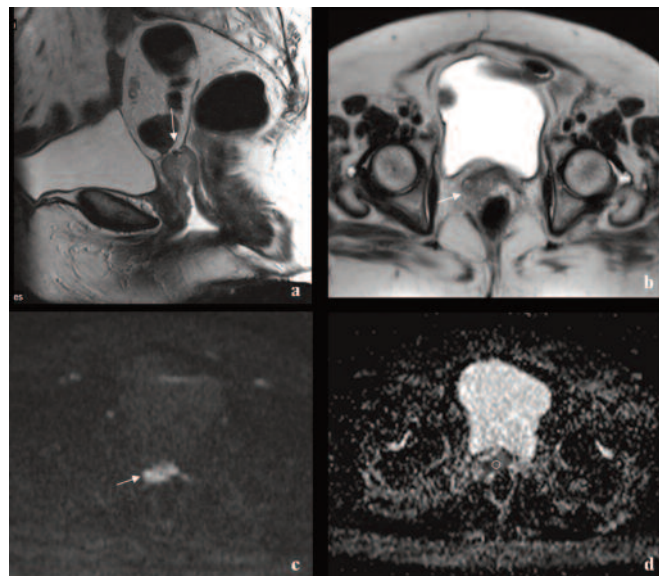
a, b, c, d Immagine acquisita con sequenza FSE T2 sul piano sagittale (a) e assiale (b) previa distensione della vagina con gel . (c, d,) sequenza DWI con b-value 800 e relativa mappa ADC. Si osservano gli esiti di pregressa isteroannessiectomia con rilievo di recidiva in corrispondenza della cupola vaginale che infiltra il grasso prerettale (freccia). La formazione mostra netta iperintensità nella immagine DWI con b value di 800 con valori di ADC di $1,09 \pm 0,2 \times 10^{-3} \text{ mm}^2 / \text{sec}$.
